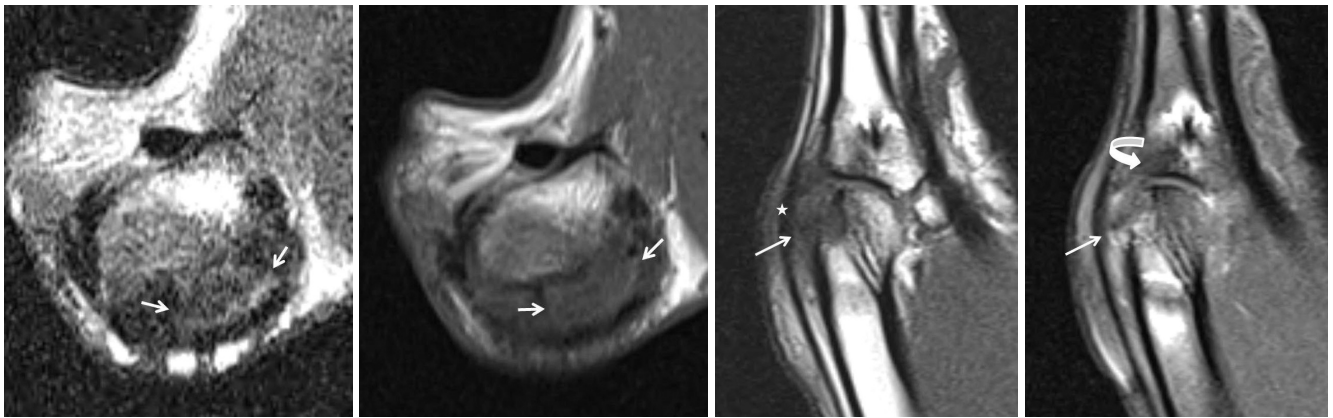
Post-operative MR images 2 years after reconstruction of ulnar and radial collateral ligaments.
